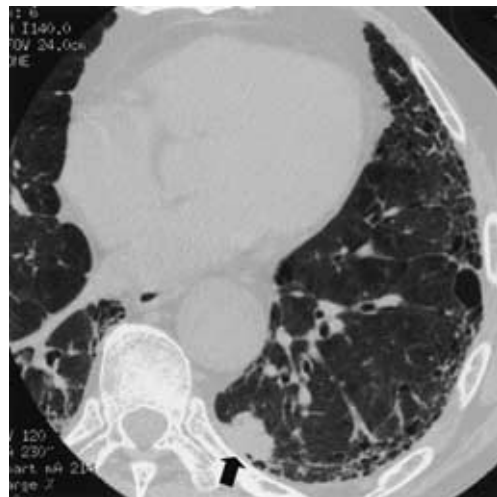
Chest CT scan showing subpleural honeycomb lesions in the left lung base associated with a nodule 20 × 15 mm in size (arrow) in the left S10.
